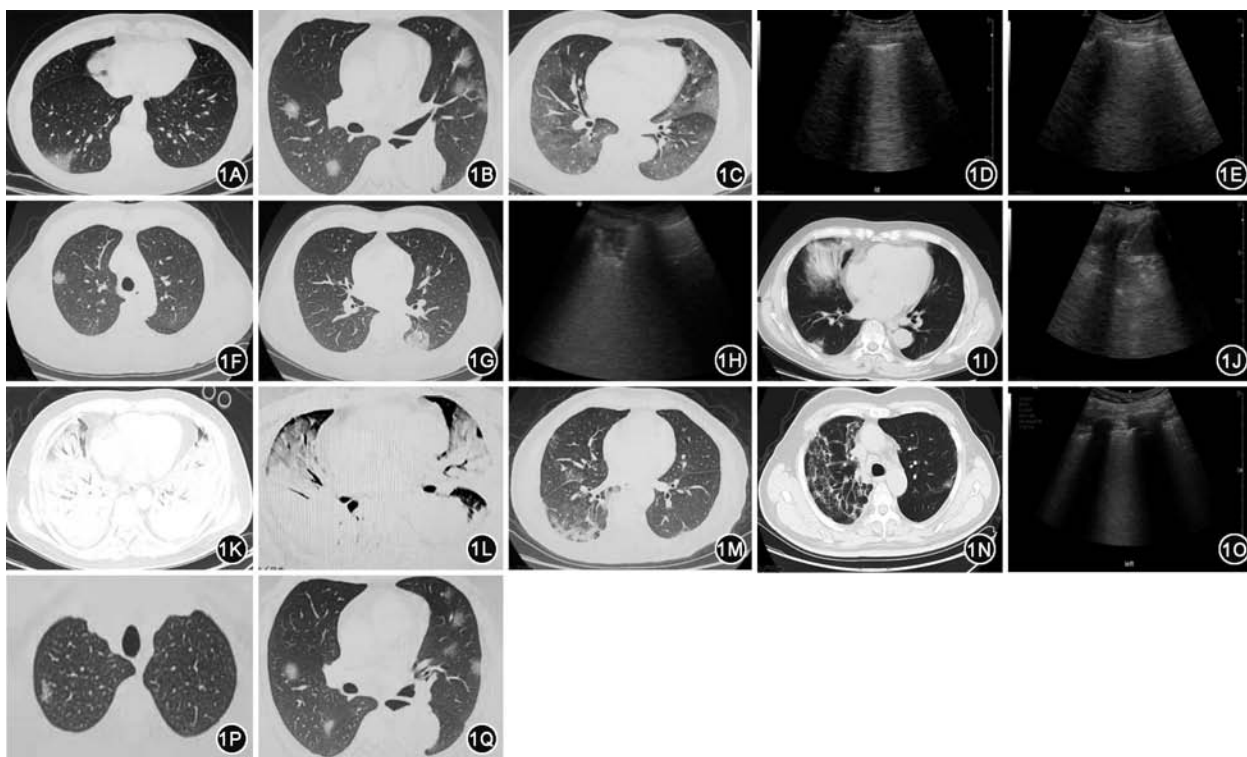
新型冠状病毒肺炎患者肺部影像学特点 1A 胸部CT示右肺外侧基底段局灶磨玻璃影 1B 胸部CT示双肺下叶多发磨玻璃影 1C 胸部CT示双肺下叶、左肺上叶舌段大面积渗出 1D 肺部超声示B7线 1E 肺部超声示B3线 1F 胸部CT示右肺上叶局灶磨玻璃影 1G 胸部CT示左肺下叶背段局灶磨玻璃影 1H 肺部超声示碎片征 1I 胸部CT示右肺中叶大片实变 1J 胸部超声示肺实变征(支气管气相) 1K 胸部CT示双肺下叶白肺 1L 胸部CT示双肺下叶、左肺上叶舌段病变扩散, 合并急性呼吸窘迫综合征 1M、1N 胸部CT示右肺下叶、右上肺纤维化过程 1O 肺部超声示合并胸膜改变的B线 1P 胸部CT示右肺上叶易被肺部超声漏诊的结节病变(未累及胸膜) 1Q 胸部CT示双肺下叶易被肺部超声漏诊的多结节病变(深处病变)
